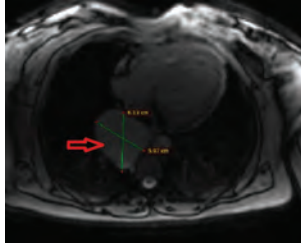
The CT revealed a 61x59 mm sized esophageal-related cystic structure.
